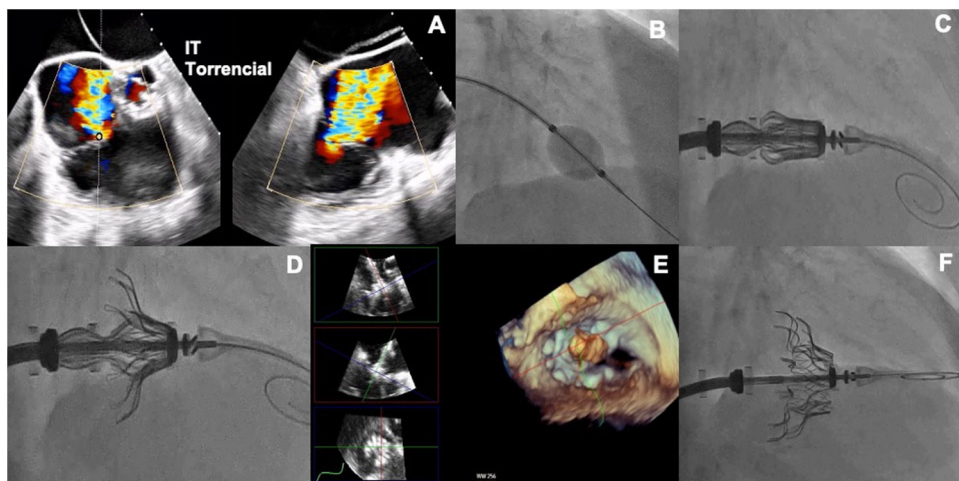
A: imagen de ecografía transesofágica (ETE) de la insuficiencia tricúspide (IT) torrencial en el plano medioesofágico Xplane sobre la válvula. B: comprobación de la trayectoria del balón de 12 Fr mediante fluoroscopia. C: fluoroscopia del catéter guía sobre la guía de alto soporte con la válvula montada y dirigido hacia el plano valvular. D: fluoroscopia con los soportes de anclaje abiertos en la aurícula. E: reconstrucción multiplanar de ETE 3 D con comprobación de la inserción de los velos nativos. F: fluoroscopia final del despliegue completo de la válvula.
